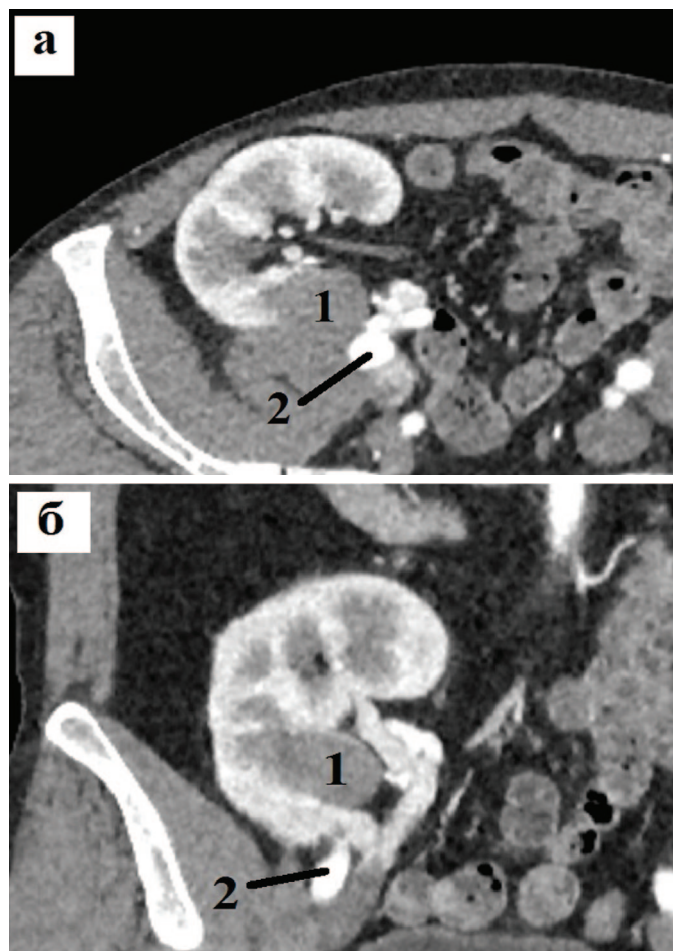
Компьютерные томограммы пациента с образованием трансплантированной почки (критерий N): а – аксиальная проекция, б – коронарная проекция. Близость опухоли (1) к подвздошным сосудам (2)
